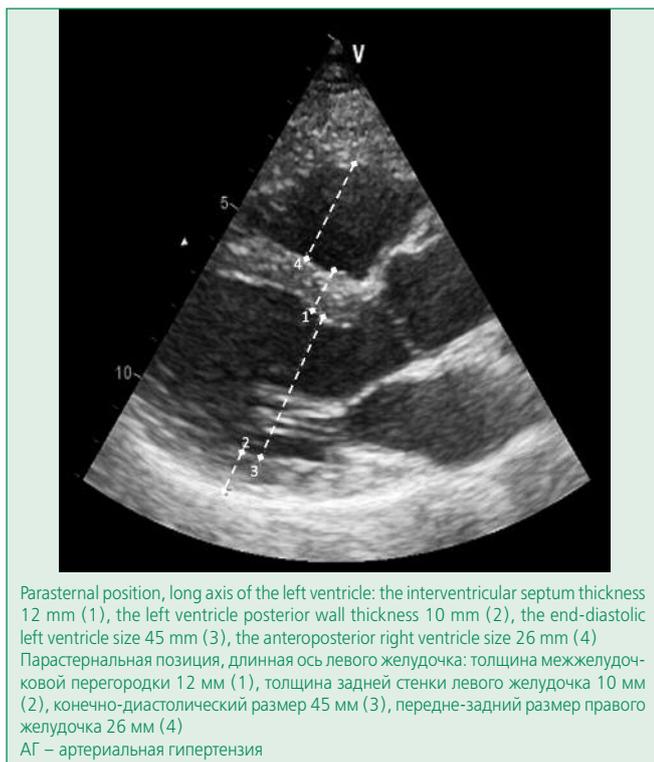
Transthoracic echocardiography (initially) in patient N. 56 years old with hypertension (stage II, degree 2)
